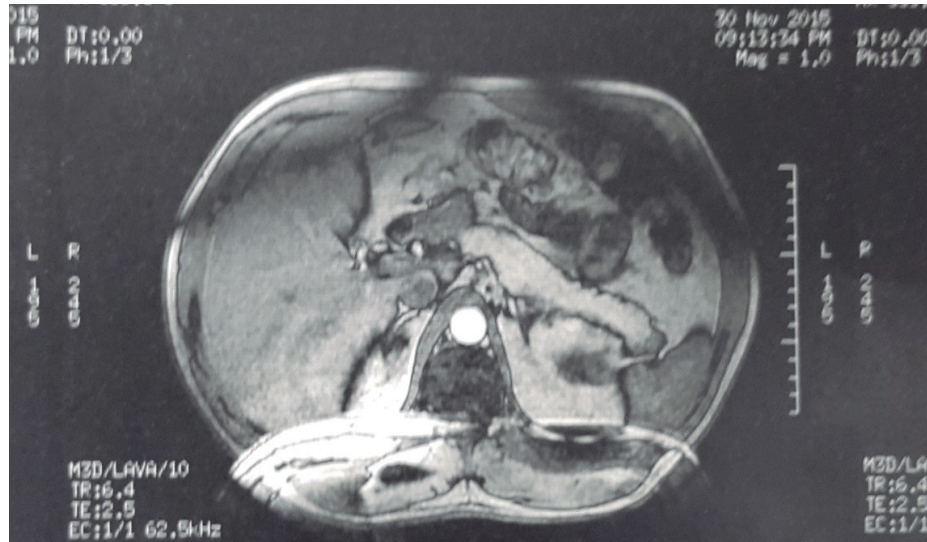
RM del abdomen con contraste: imagen en cola de páncreas que sugiere insulinoma, además de hígado, vesícula biliar y resto de estructuras intraabdominales sin alteraciones. Fuente: los autores.
